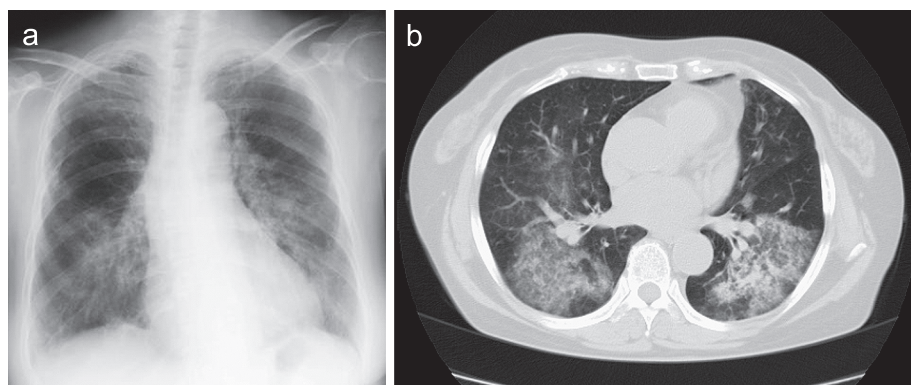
Chest radiograph and computed tomography findings.
